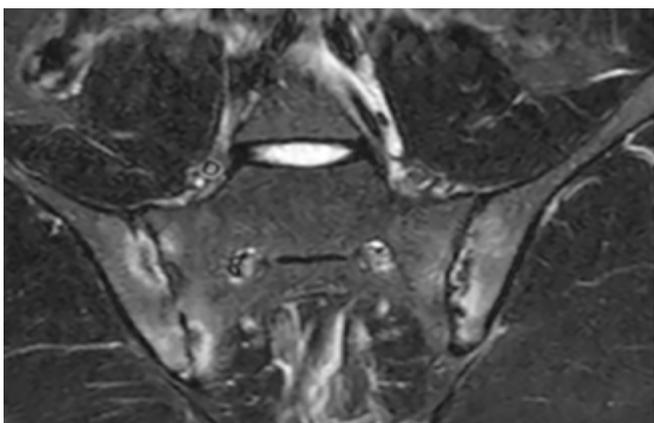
MRT der Sakroiliakalgelenke in einer STIR-Sequenz. Dorsal gelegene Schicht in koronarer Ebene, die nicht den internationalen Empfehlungen entspricht. Gefordert wird eine semikoronare Schnittebene. Sichtbar sind mehrere, gelenknah im Bereich des Sakrums und des Ileums gelegene, deutlich hyperintense Areale sowie Erosionen als Hinweis auf eine akute Sakroiliitis.
